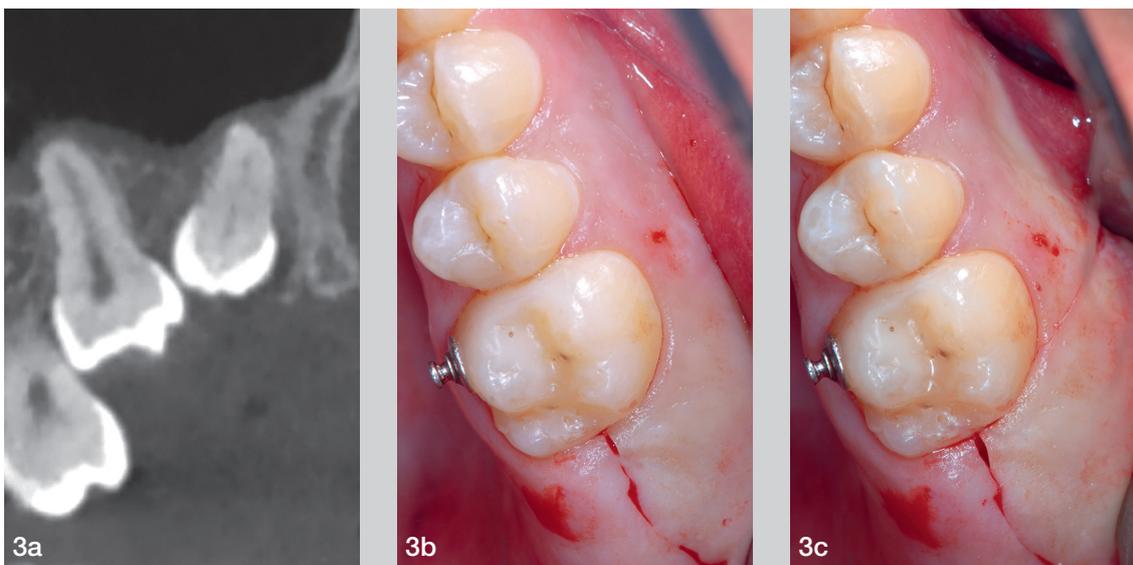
Immagine CT che evidenzia inclusione di 2.7 e 2.8. Fig.3b Viene eseguita l'incisione distale del lembo triangolare in posizione crestale lievemente palatale. Molto importante è completare la sezione dei tessuti adesi alla faccia distale del II molare. Fig.3c Il disegno del lembo viene completato con l'incisione mesiale effettuata con inclinazione di 45° a partire dal margine disto-vestibolare di 2.6.
